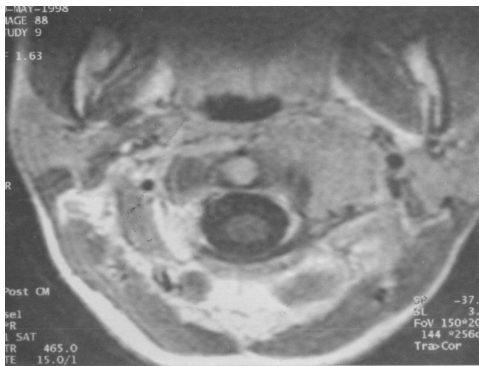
IRM cavum, coupe axiale: Atteinte de la masse latérale de C1
